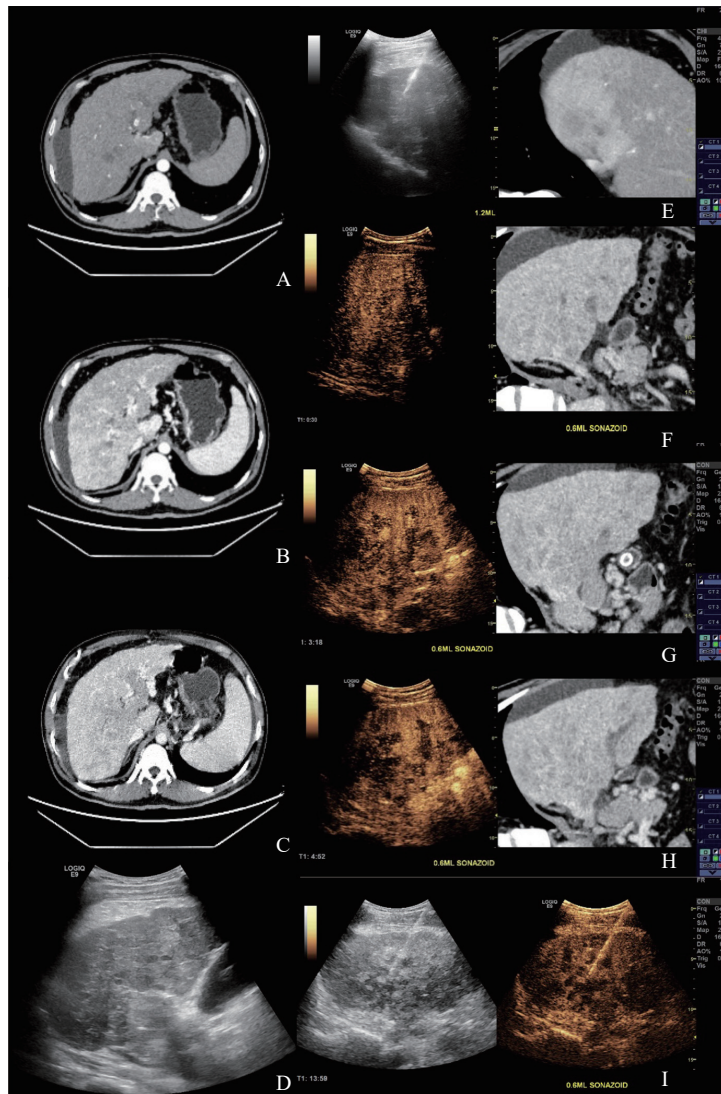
弥漫性肝癌假阴性患者增强CT、常规超声、CT-超声融合成像以及CT-CEUS融合成像图像
